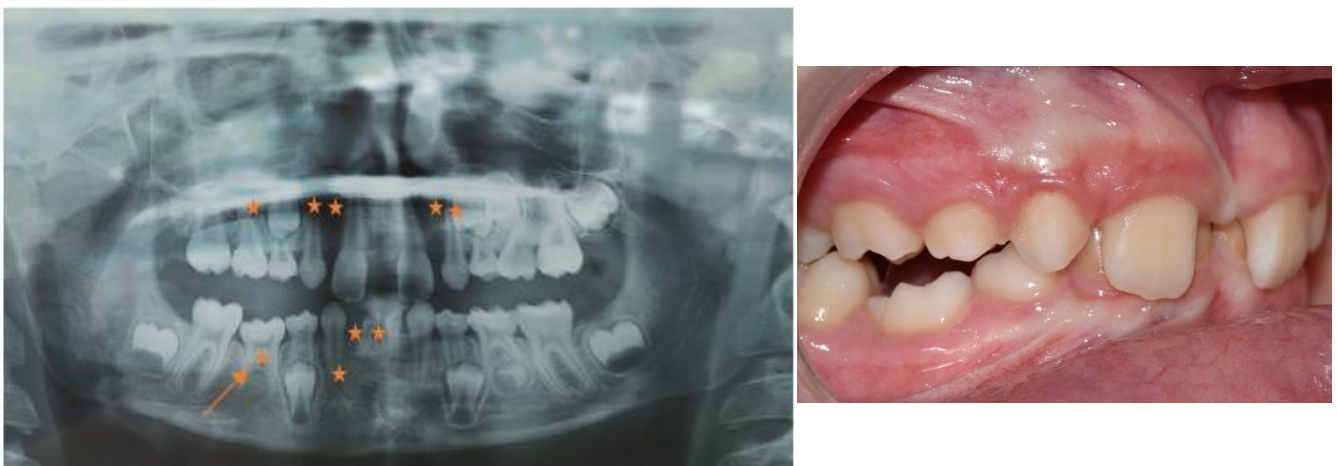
Orthopantomogramme et photographie endobuccale montrant l'infraclusion de 85 et de nombreuses agénésies dans le cadre d'une dysplasie ectodermique (Courtoisie Dr BOUBLIL)
